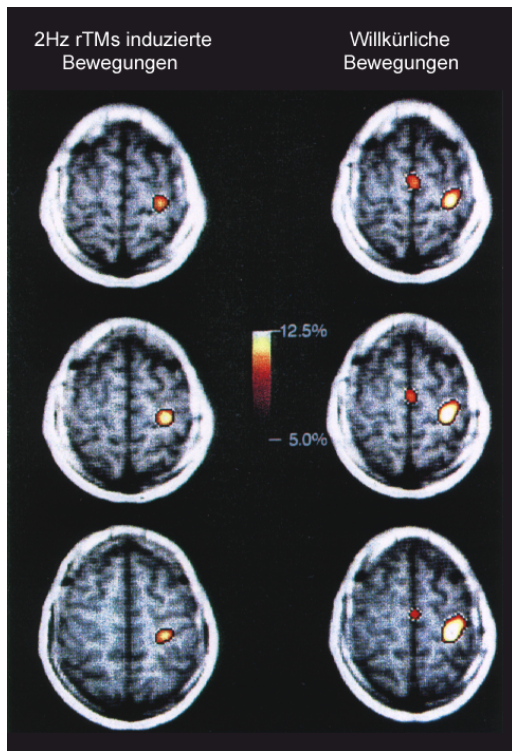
Vergleich des räumlichen Aktivierungsmusters in dem linken $SM1_{Hand}$ und der SMA während einer überschwelligen 2 Hz rTMS des linken $SM1_{Hand}$ und während willkürlicher Imitation der durch die rTMS hervorgerufenen Handbewegungen eines Probanden. Das FDG-Subtraktionsbild (rTMS-Ruhe und Willkürbewegung-Ruhe) ist auf das individuelle MRT überlagert
